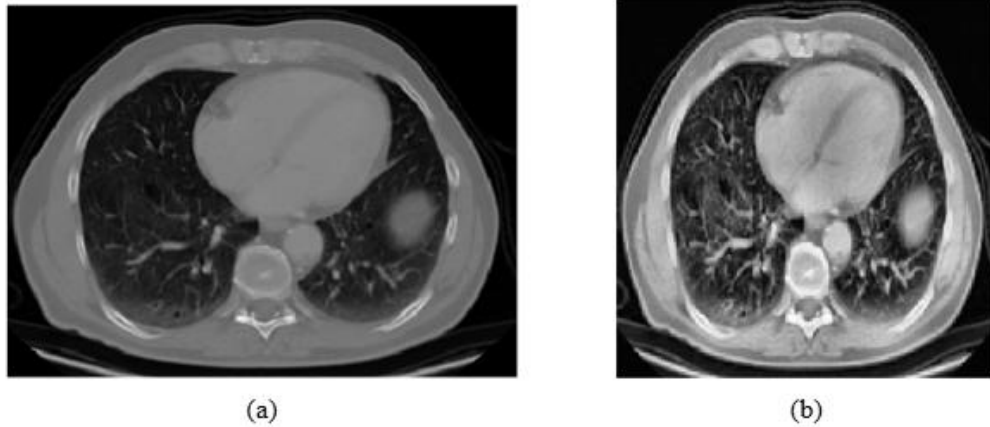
Citra CT-Scan untuk masing-masing kelas (a) *Adenocarcinoma* (b) *Large Cell Carcinoma* (c) Normal (d) *Squamous Cell Carcinoma*
